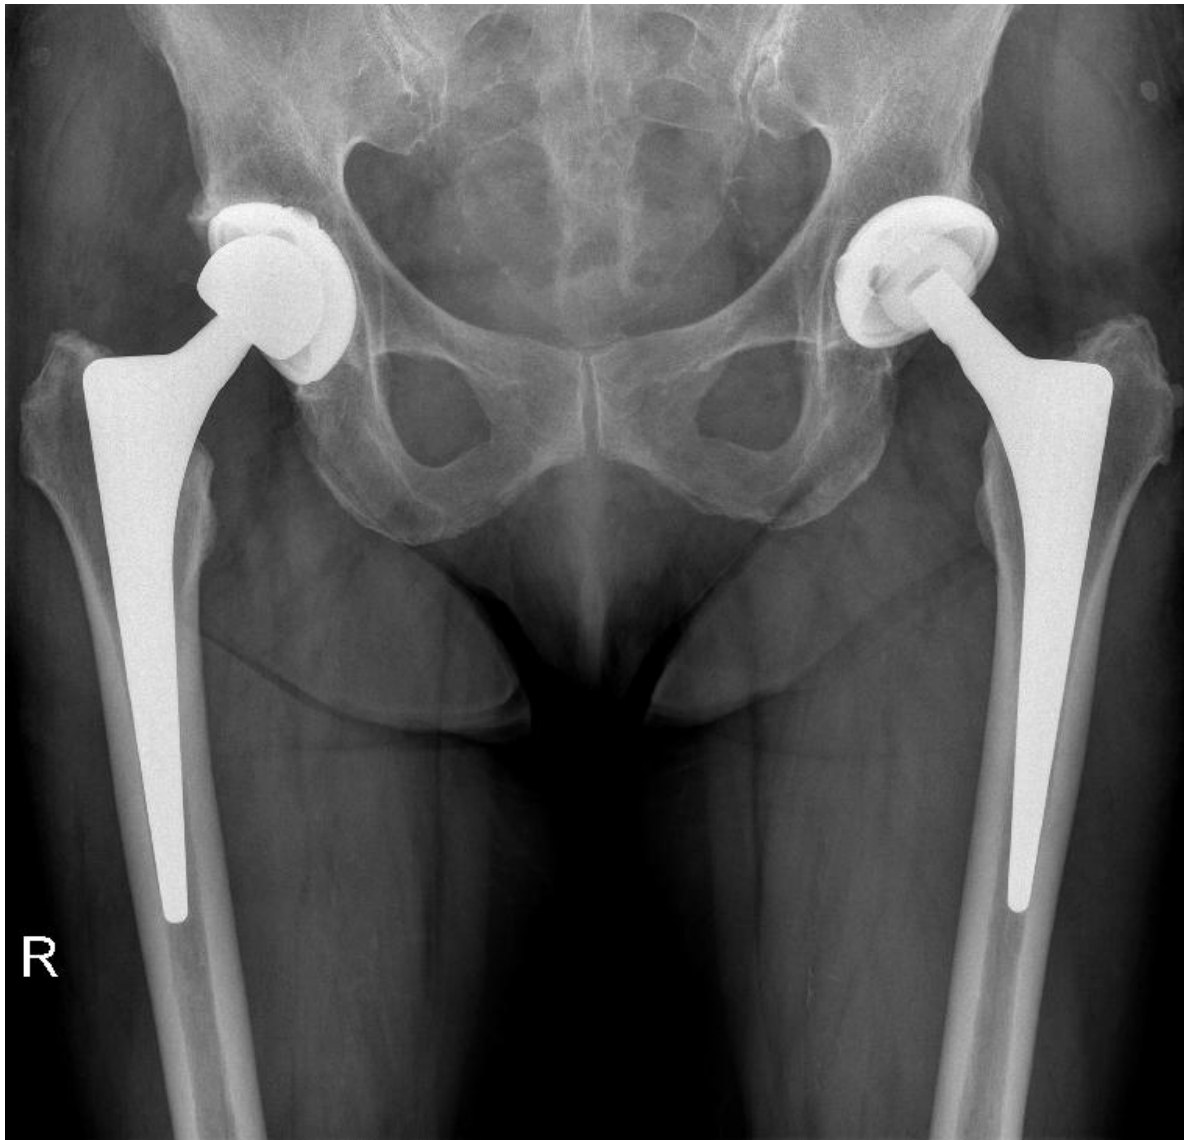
Röntgenaufnahme Beckenübersicht: Nach Hüft-TEP-Reimplantation rechts
